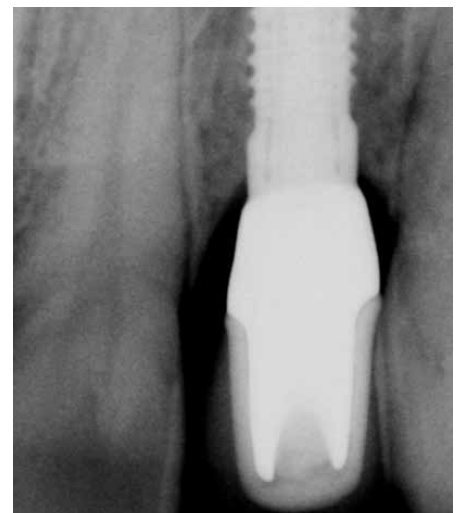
Röntgenkontrollaufnahme (Zahnfilm) 32 Monate nach definitiver Versorgung.
